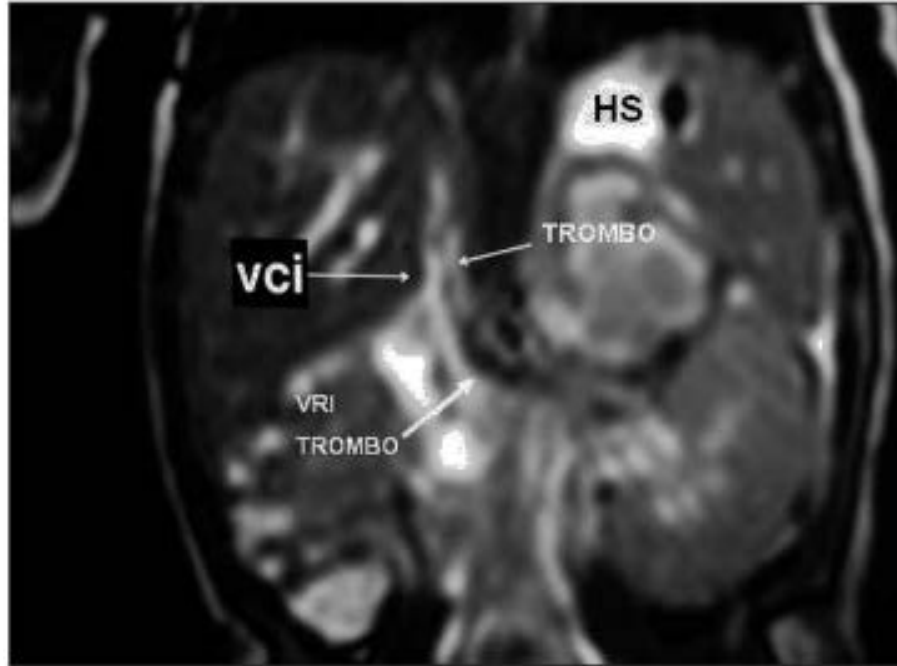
Angio-RM coronal en T2. Se observa ausencia de señal en la vena renal izquierda (que se extiende hasta la vena cava inferior, VCI) (flechas blancas). Hemorragia en suprarrenal izquierda (HS).
